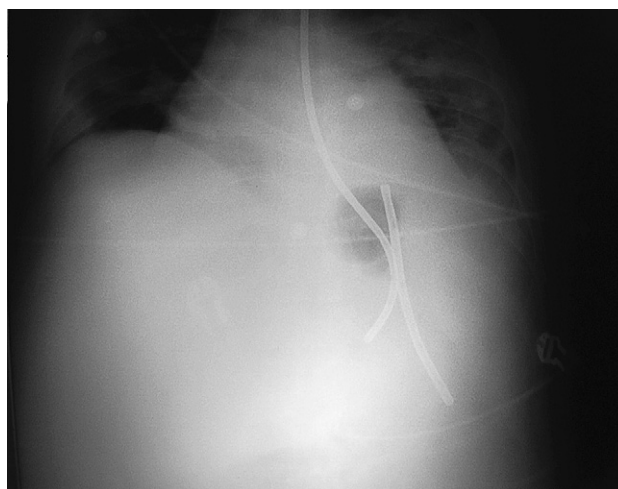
La radiografía de abdomen mostró una sonda de Sengstaken-Blakemore correctamente insertada y el extremo distal de otra alojada en el epigastrio.
